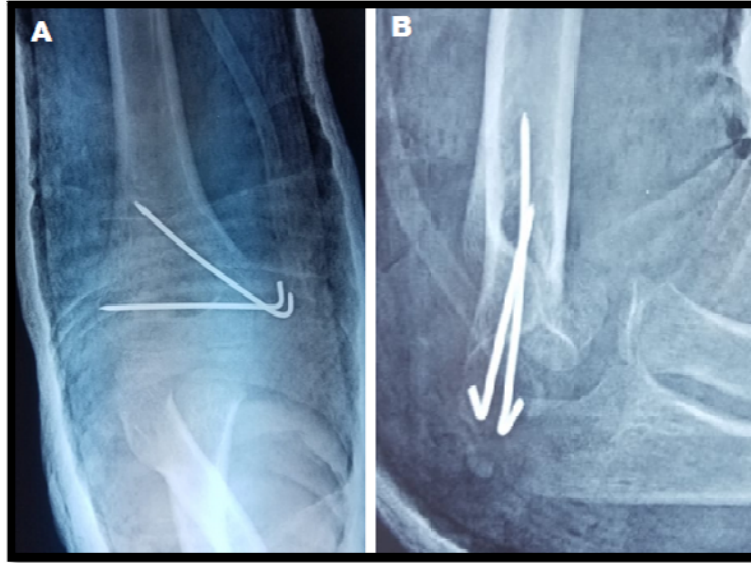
Radiographie de contrôle postopératoire de face (A) et de profil (B) après réduction à ciel ouvert et stabilisation avec 2 broches de Kirchner. (Patient de la figure 69).
